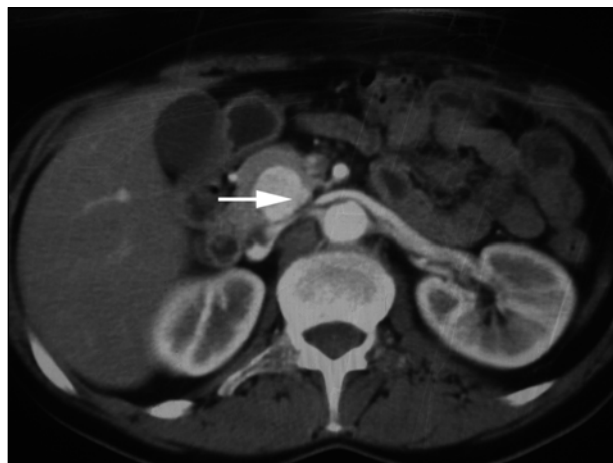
КТ, артериальная фаза.
